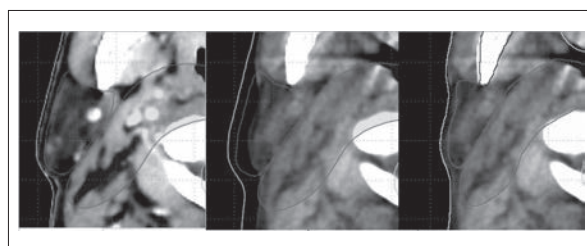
SmartAdaptを用いたコントロールの貼り付け (左:治療計画用CT 中央:5週目のCBCTへそのまま貼り付け 右:SmartAdaptを用いて貼り付け) CBCTでは体輪郭および耳下腺が縮小しており、そのままの貼り付けではコントロールが体外へ飛び出している。SmartAdaptを用いることで、変形に合わせたコントロールの貼り付けが可能となる。
